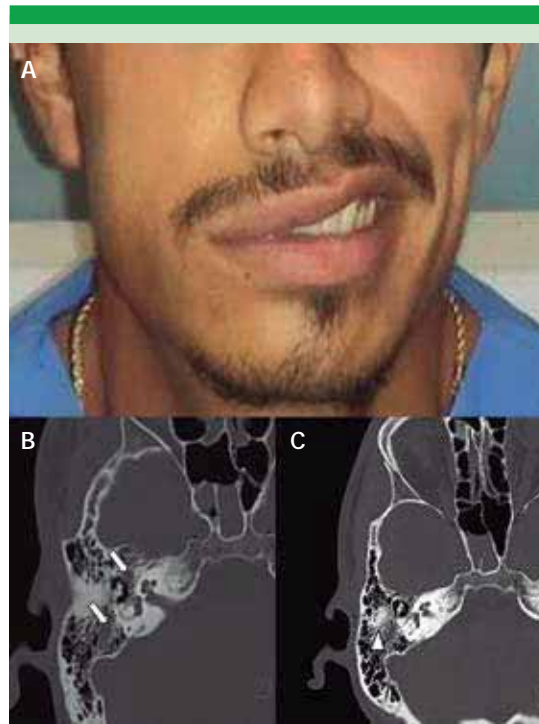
A. Movimiento facial con tercio medio e inferior asimétrico. B. Tomografía axial con ventana para hueso: sangre en las celdillas mastoideas y el oído medio (flechas). C. Trazo de fractura (cabeza de flecha).
